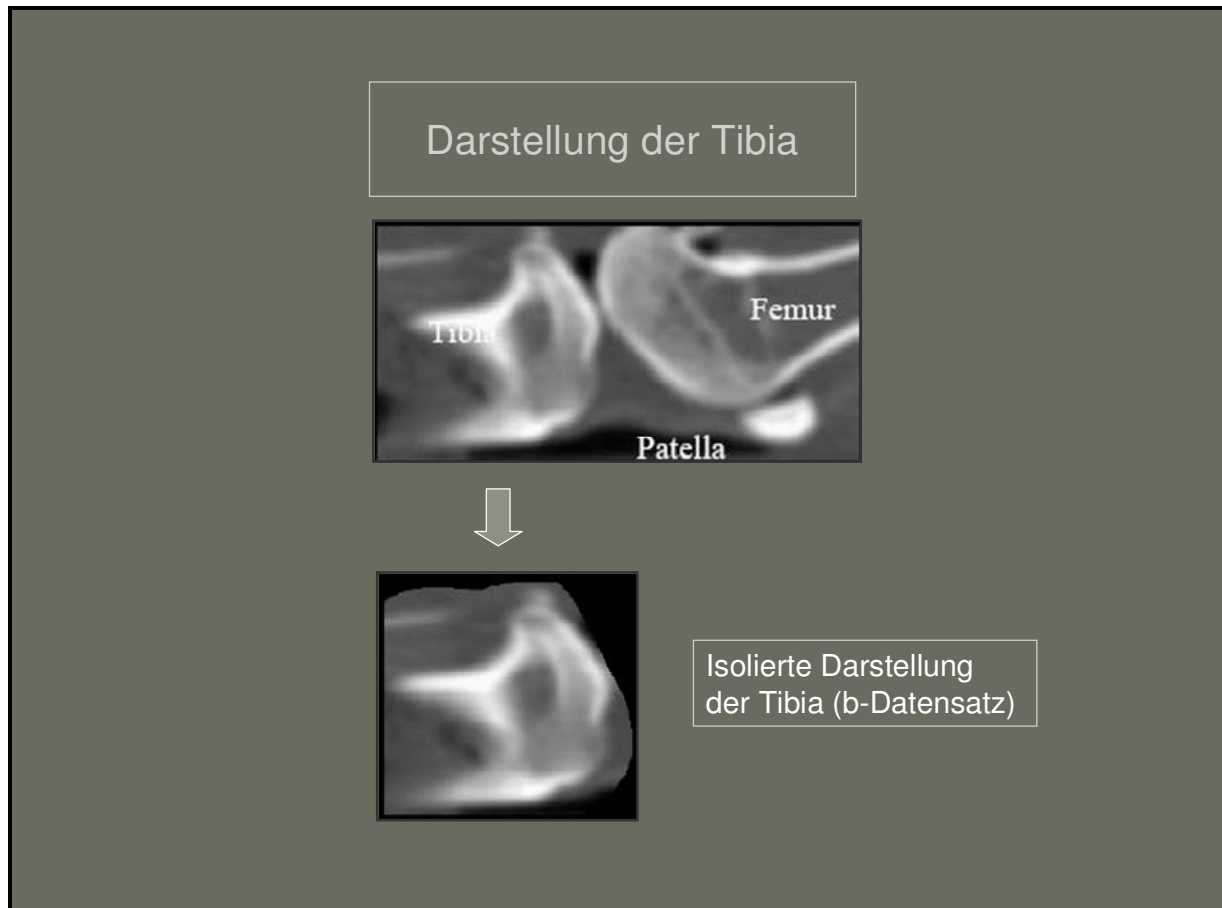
CT-Schichtaufnahme der Kniegelenks-Fläche (Femur, Tibia und Patella) und Extraktion der Tibia als b-Datensatz.
